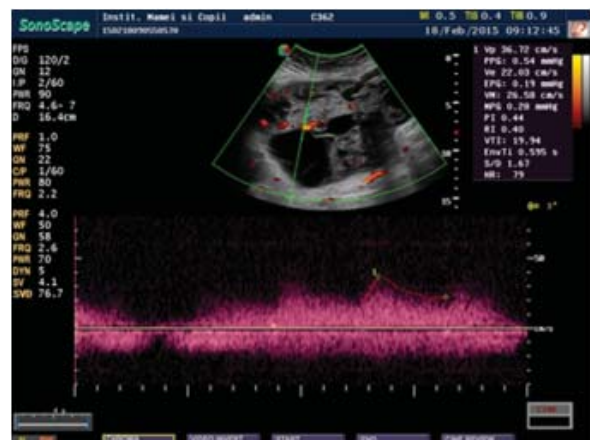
USG + Doppler color
